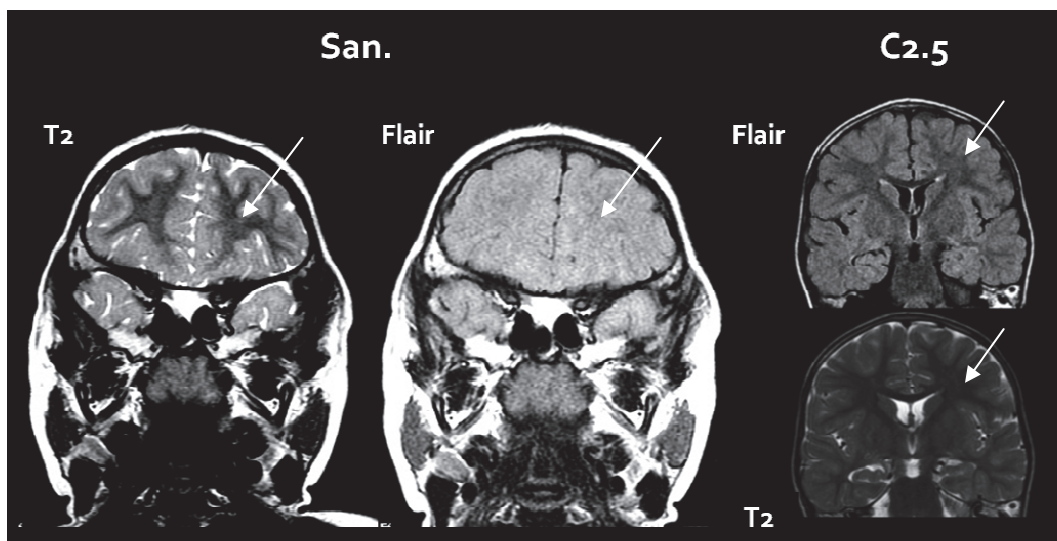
Image à l'IRM en pondération T2 et FLAIR en coupe frontale. Les deux images à gauche montrent une dissociation T2/FLAIR chez le patient San (flèche). Ce défaut n'est pas retrouvé chez le contrôle C2.5 (de même sexe, et de même âge).
